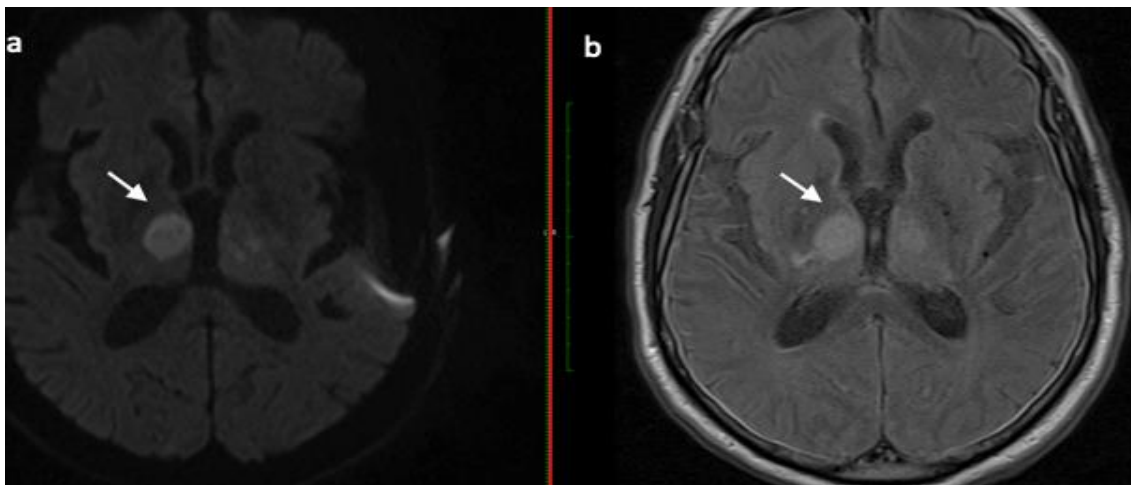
Axiale DWI-Sequenz (a) mit Perforator-Teilinfarkt rechts, demarkiert in der FLAIR (b)
